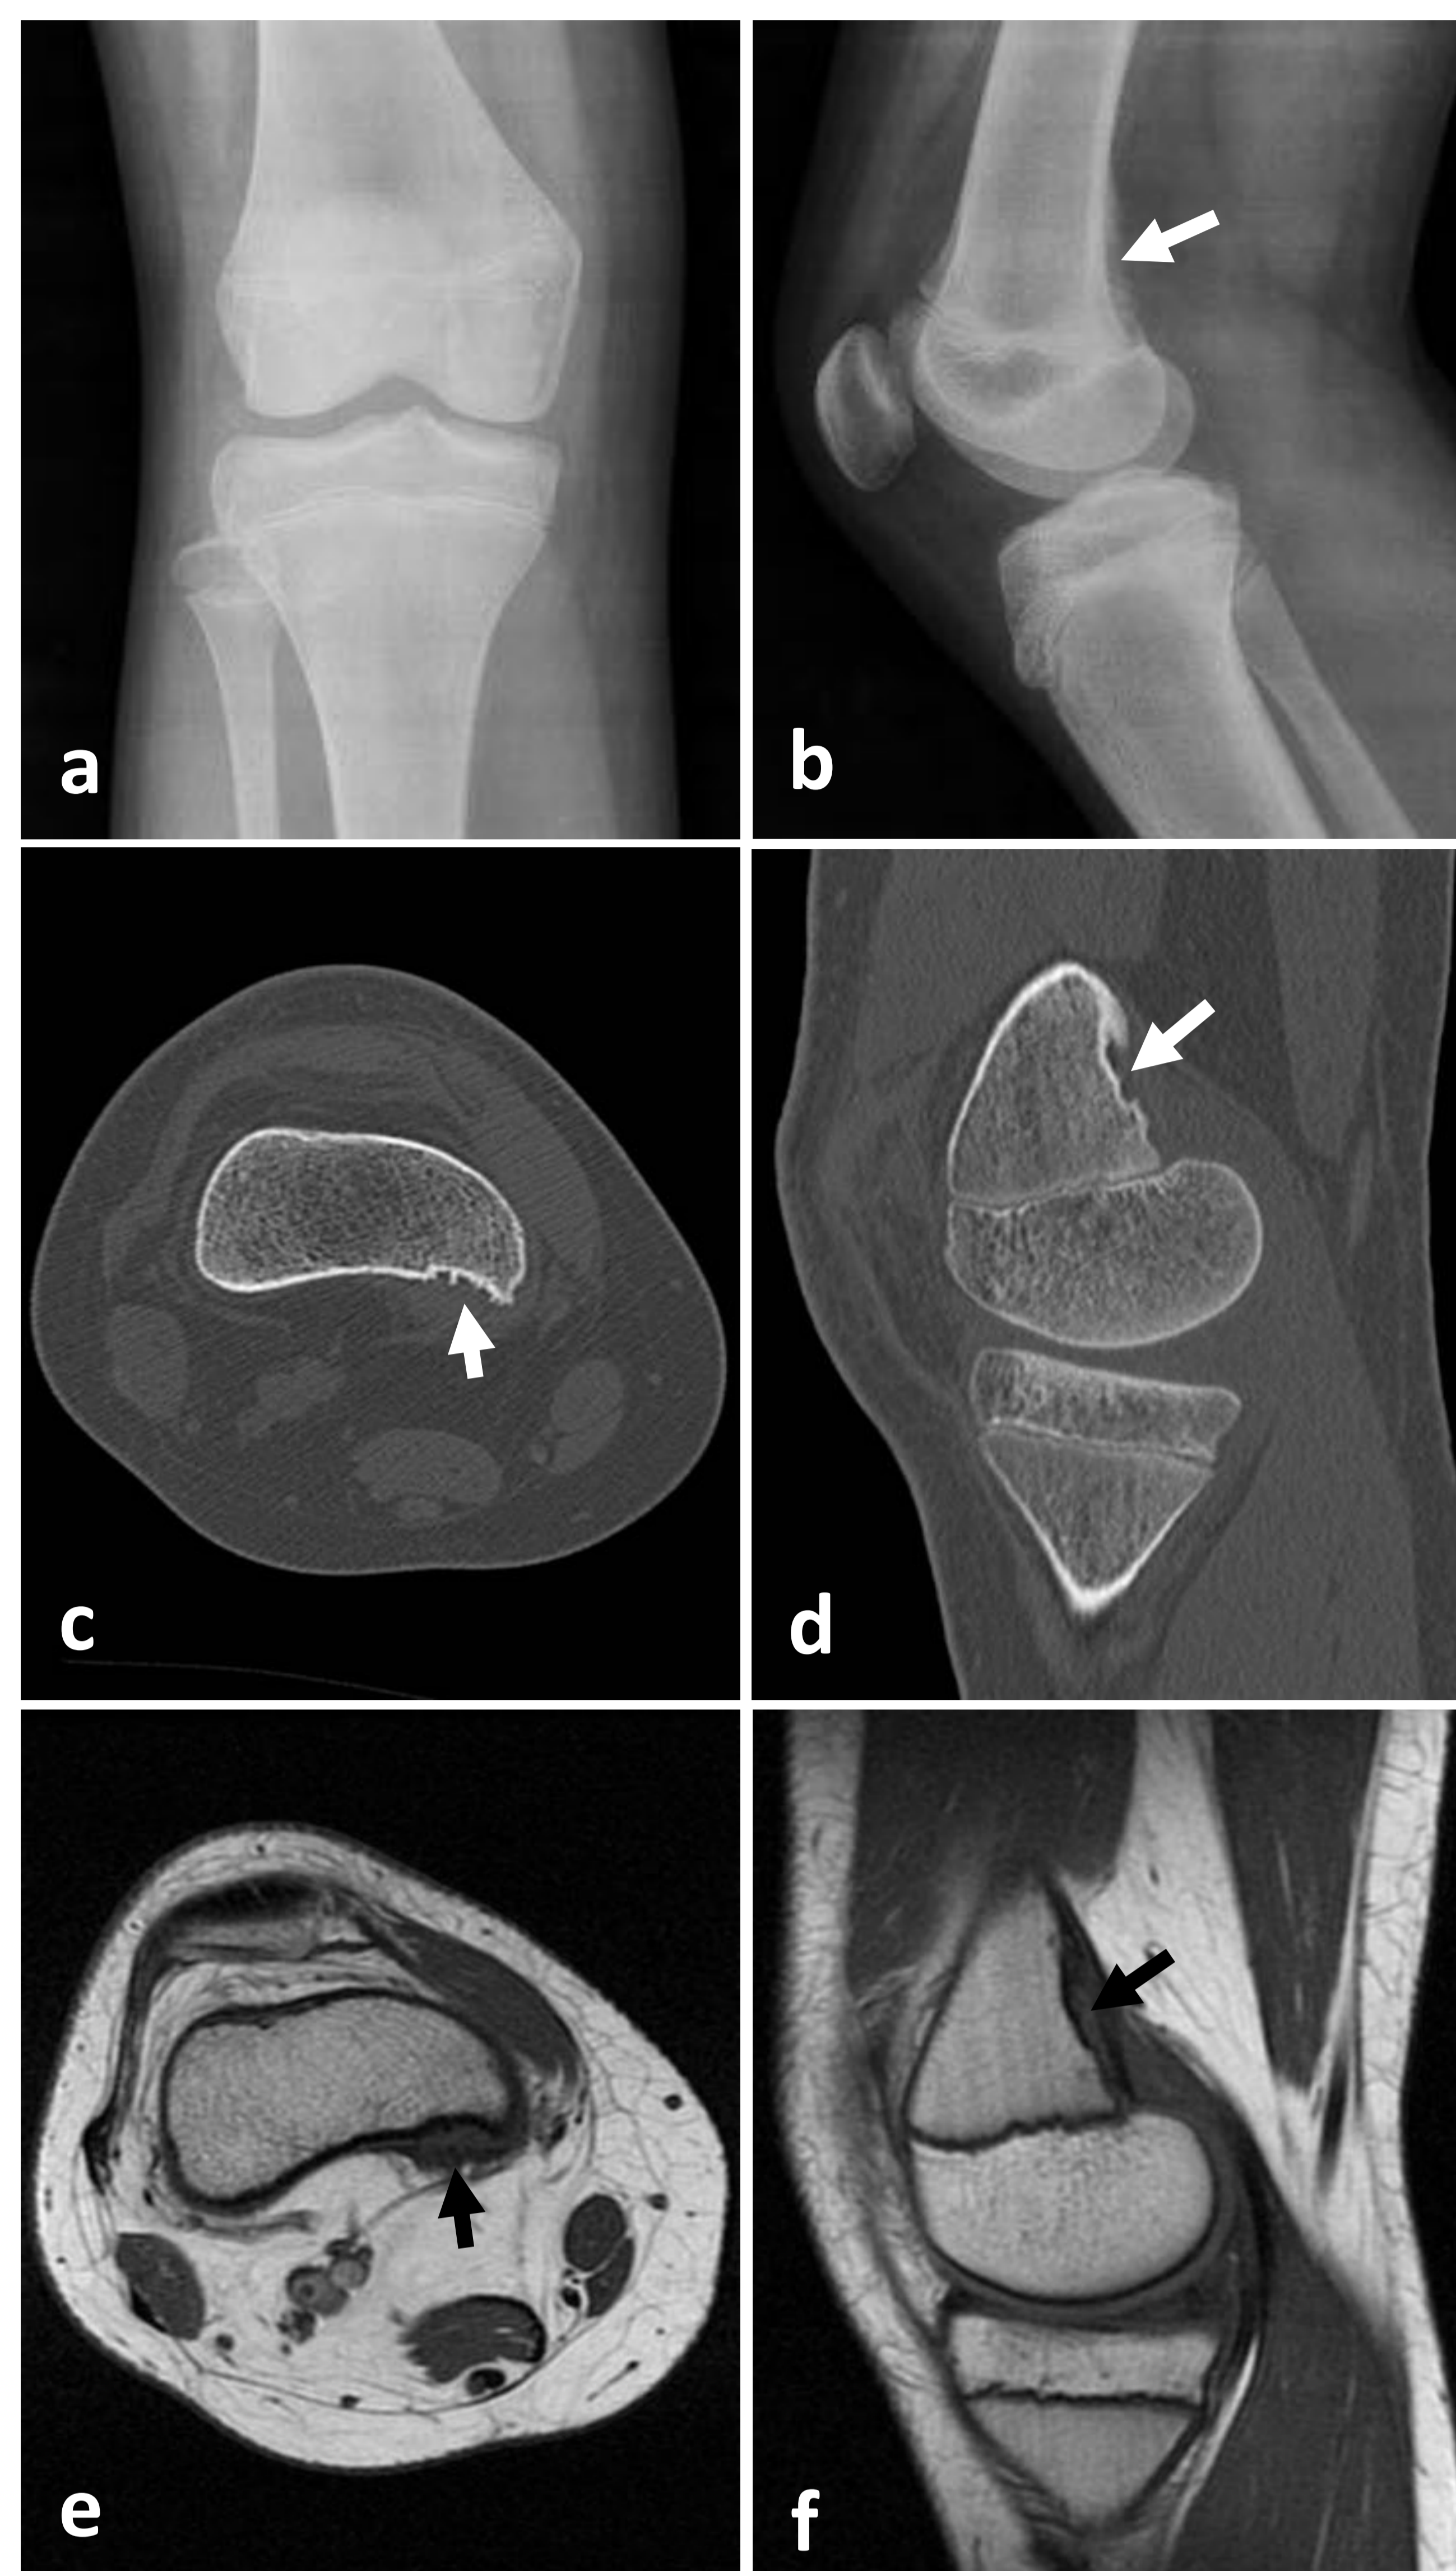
(a, b) RX de rodilla AP y lateral. Irregularidad cortical en la región posterior de la metáfisis femoral (*flecha*). (c, d) TC de rodilla, ventana de hueso, axial y sagital. Irregularidad cortical en localización posteromedial de la metáfisis femoral distal (*flecha*), sin reacción perióstica ni destrucción cortical. (e, f) RM potenciada en T1, axial y sagital. Lesión cortical hipointensa en la zona de inserción del músculo aductor mayor (*flecha*), sin componente de partes blandas. Hallazgos característicos de desmoide cortical.
